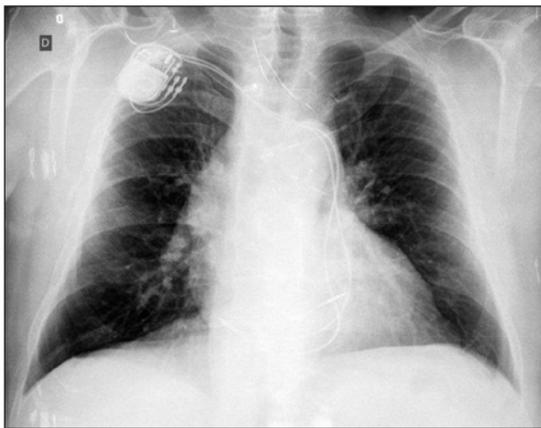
Radiografia de tórax no pós-operatório de paciente com síndrome bradicardia-taquicardia e persistência de veia cava superior esquerda: cabo-eletrodo atrial, de fixação ativa, na parede lateral baixa, e cabo-eletrodo ventricular de fixação ativa, septal, médio, ambos com trajeto anômalo, em que o ventricular descreve um trajeto em *looping* para transpor a valva tricúspide após a desembocadura do seio coronário.
